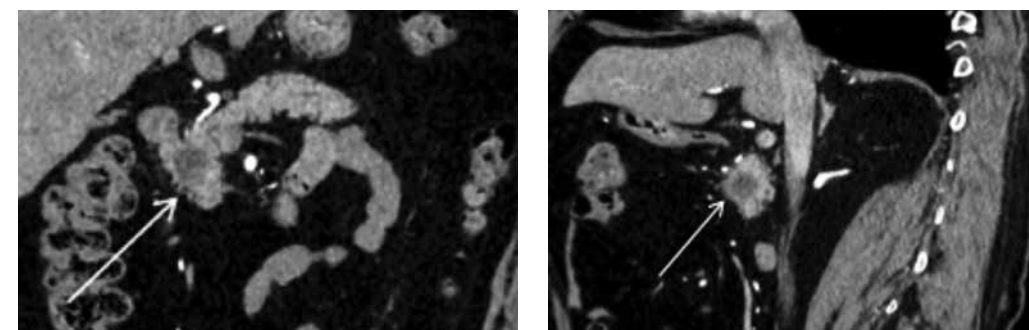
КТ изображение (артериальная фаза) нейроэндокринной опухоли головки ПЖ pT2, NO(O/21), MO; G2. Опухоль, плохо накапливающая контрастный препарат, указана стрелкой
